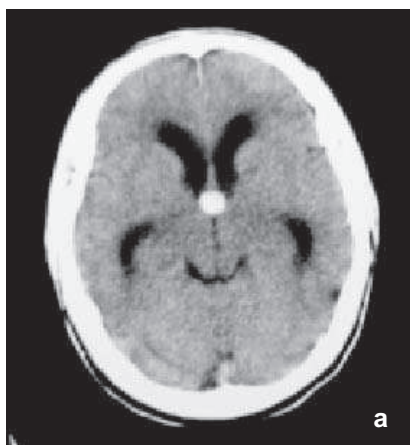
TDM cérébrale pré et post opératoire d'un kyste colloïde opéré
